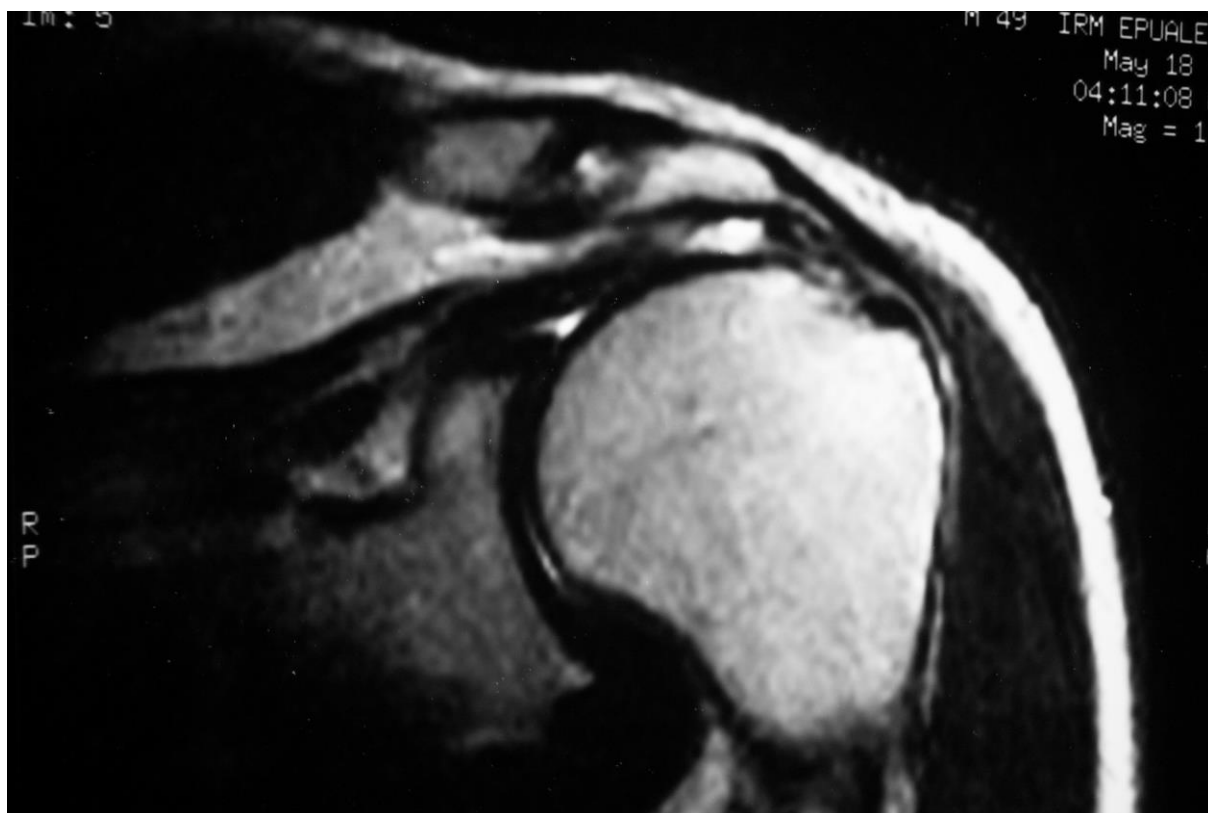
IRM de l'épaule gauche : coupe frontale.
